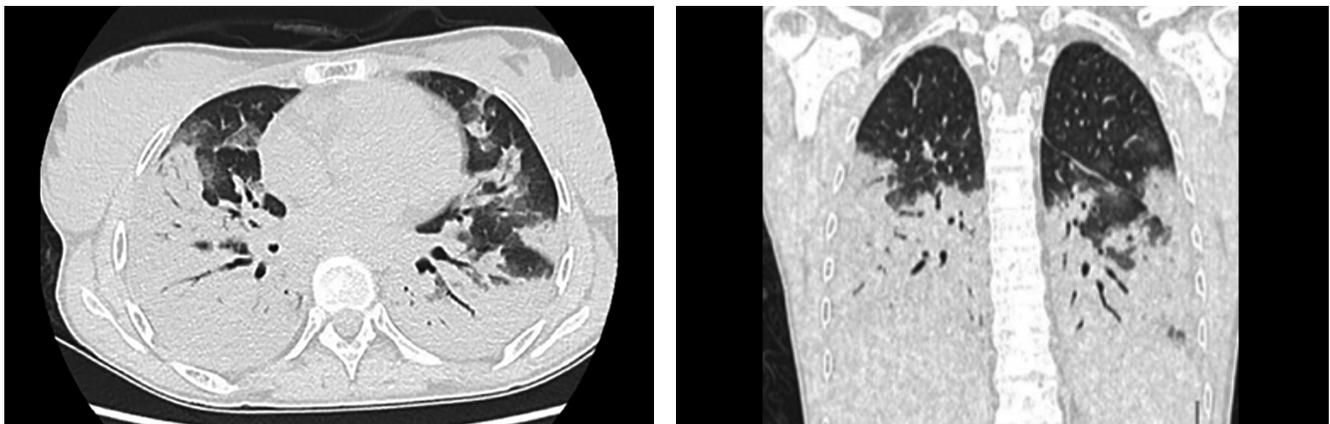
Patrón indeterminado. Paciente de 32 años, con cuadro clínico de tos seca, fiebre e insuficiencia respiratoria hipoxémica. Prueba positiva para COVID-19. TC con áreas de consolidación multilobar de predominio basal.
